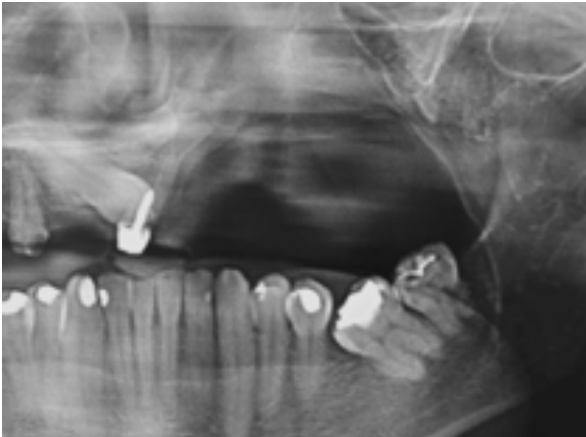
Radiografía panorámica. Control 20 años de supervivencia. Libre de metástasis.
